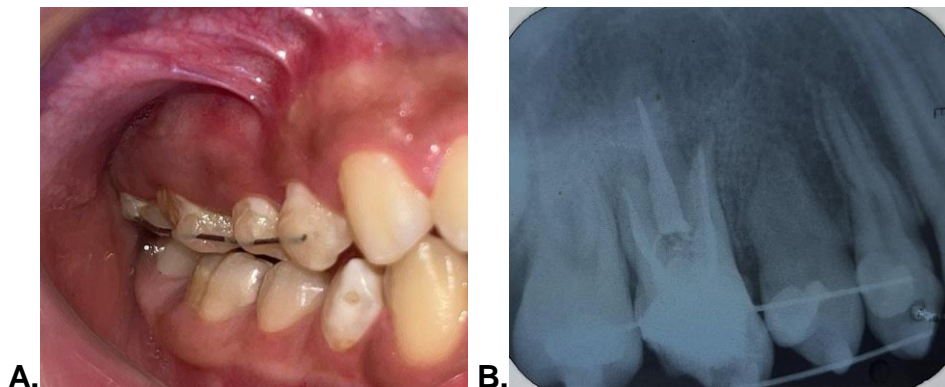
A) Fotografía clínica OD 16, fenestración cicatrizada. B) Radiografía dentoalveolar OD 16
